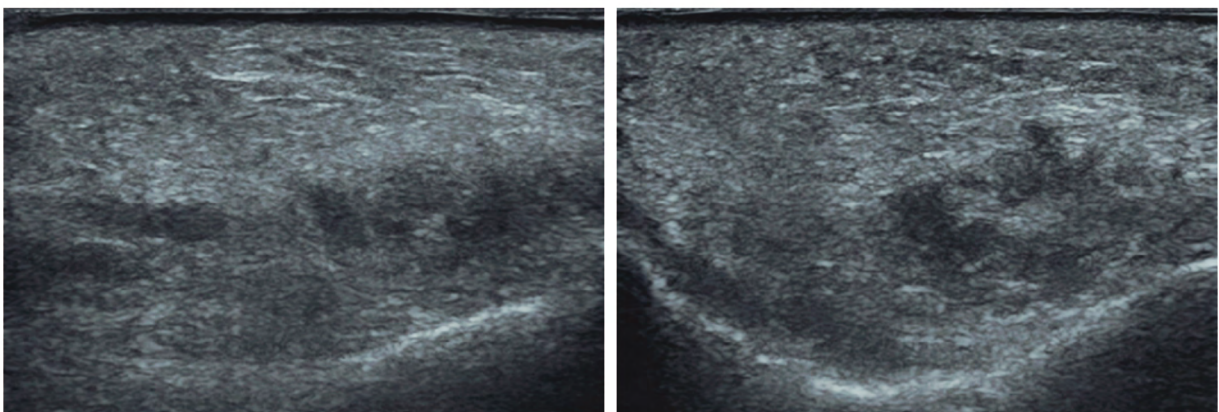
Ecografía realizada 22-02-2023, región malar derecha. La respuesta inflamatoria continúa, con persistencia de la hiperecogenicidad del tejido hipodérmico, formación de abscesos y borrado de la unión dermo-hipodérmica y de fascias profundas.
